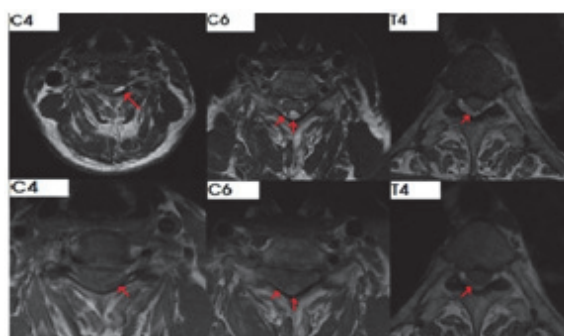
Magnetic resonance imaging scan of cervical-thoracic spine axial view
